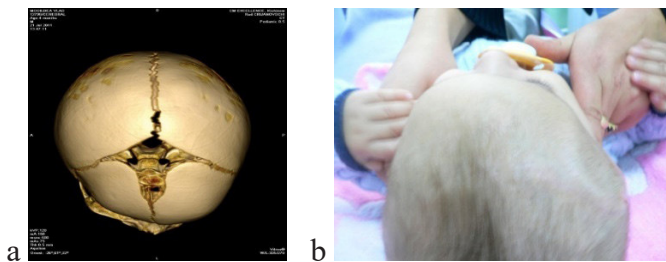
Plagiocefalie anterioară: a) imagine TC; b) imagine prin examinare superioară, sutura metopică sinostozată: trigonocefalie
